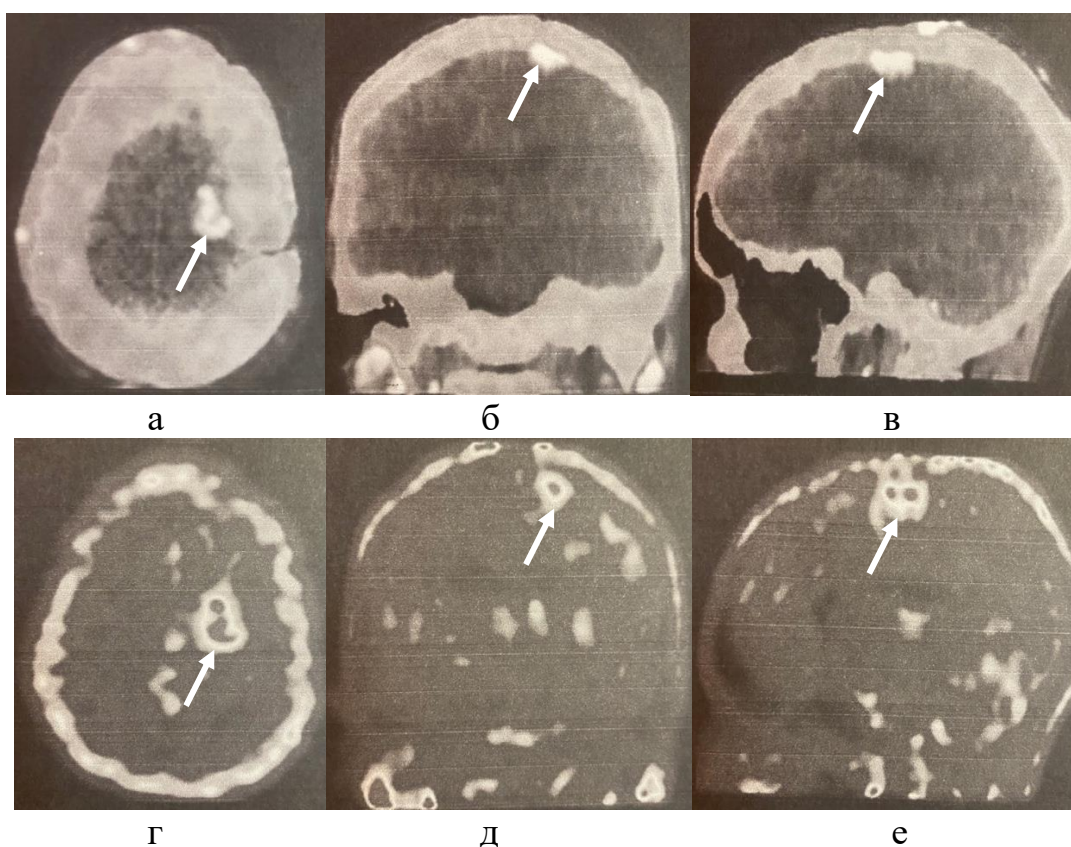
ПЭТ/КТ головного мозга с ^{11}C -метионином у пациента с нейробластомой левых лобной и теменной долей (И/б 888/2016). На серии позитронно-эмиссионных (г, д, е) и компьютерных томограмм (а, б, в) головного мозга в трех проекциях визуализируется накопление РФП (ИН=4,99) в парасагиттальных отделах левой лобной доли (метастаз нейробластомы, обозначен белой стрелкой).
